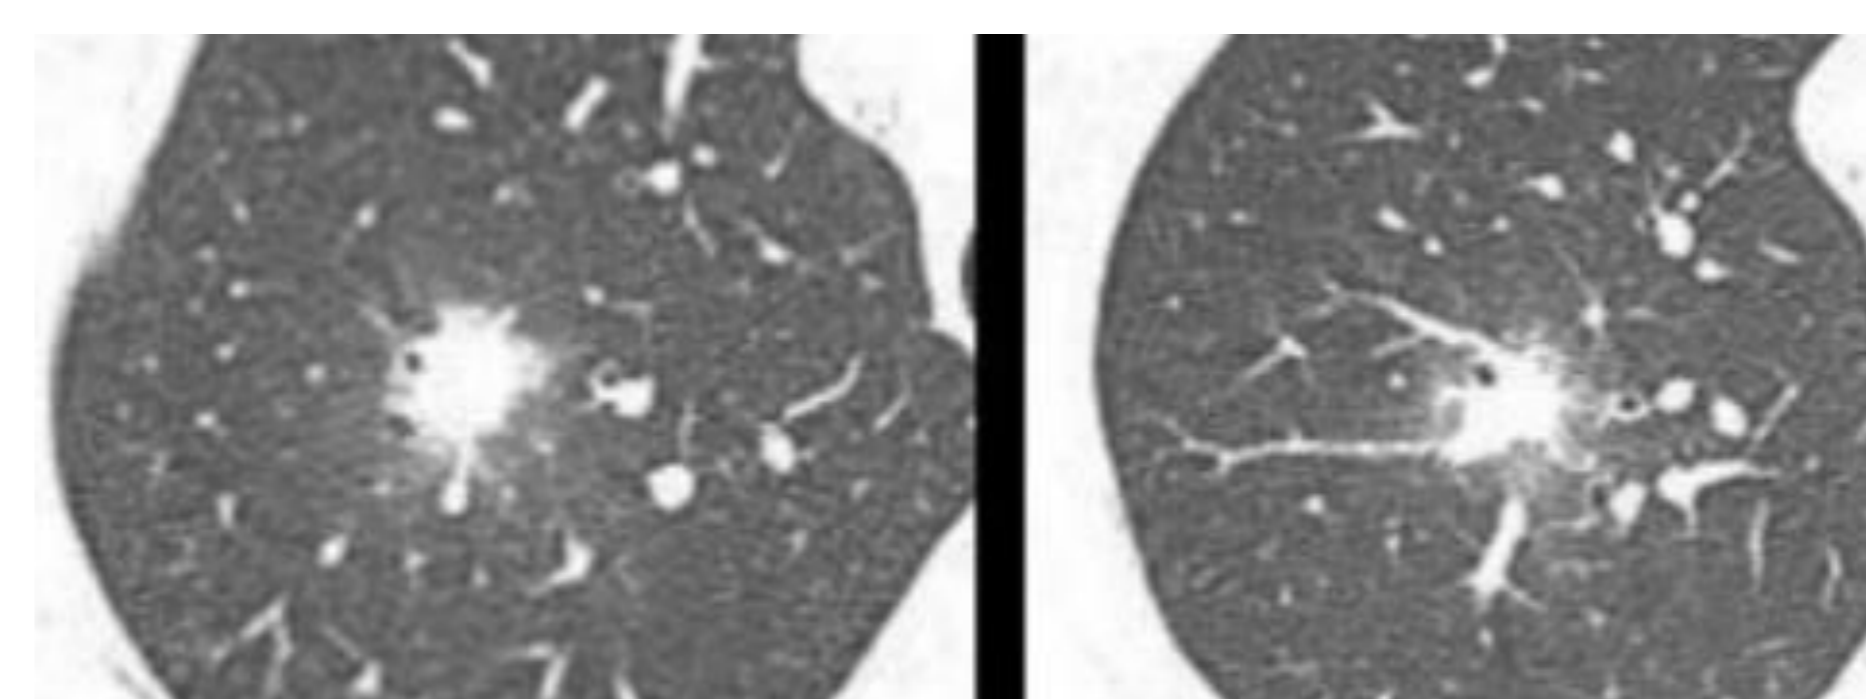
TC de tórax, corte axial. Formaciones nodulares bilaterales en lóbulo medio y lóbulos inferiores, con signo del halo, en un paciente neutropénico con aspergilosis invasiva.
